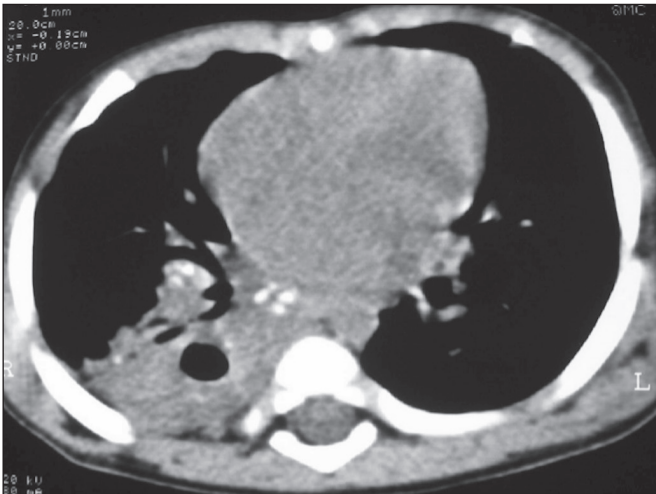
Lactente, cinco meses. TC sem contraste (janela para partes moles) mostrando consolidação com broncogramas aéreos e escavação de peritubo localizada no segmento basal posterior do lobo inferior direito. Linfonodomegalias infracarinais com calcificações.
